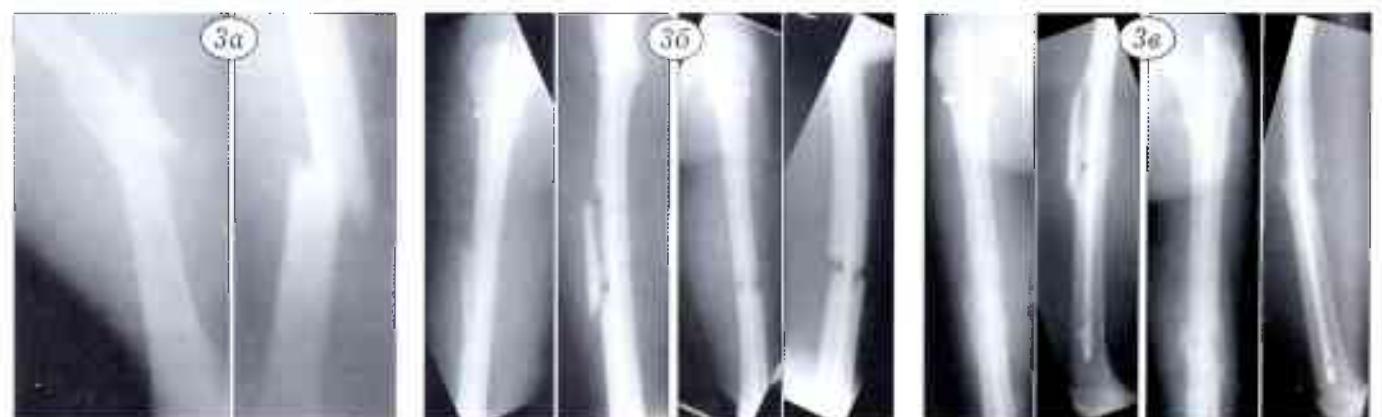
Рентгенограммы больного К. 13 лет.
